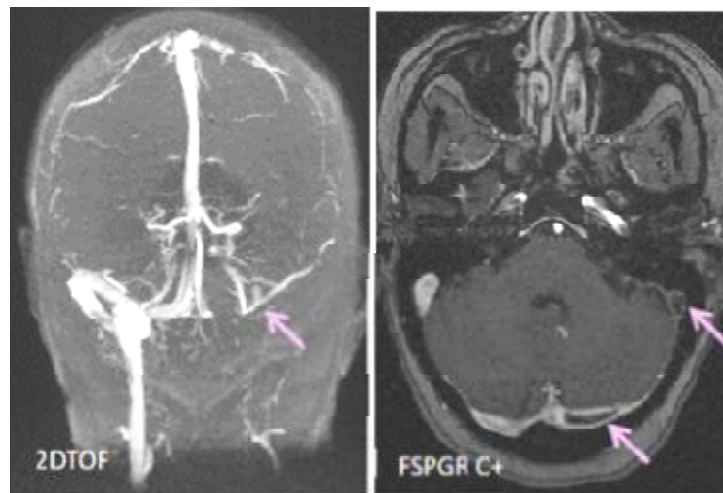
IRM cérébrale montrant une thrombose du sinus latéral gauche → se traduisant par un défaut de rehaussement sur les séquences 3D T1 après injection du gadolinium avec absence de visualisation du SL gauche sur la séquence 2DTOF.
